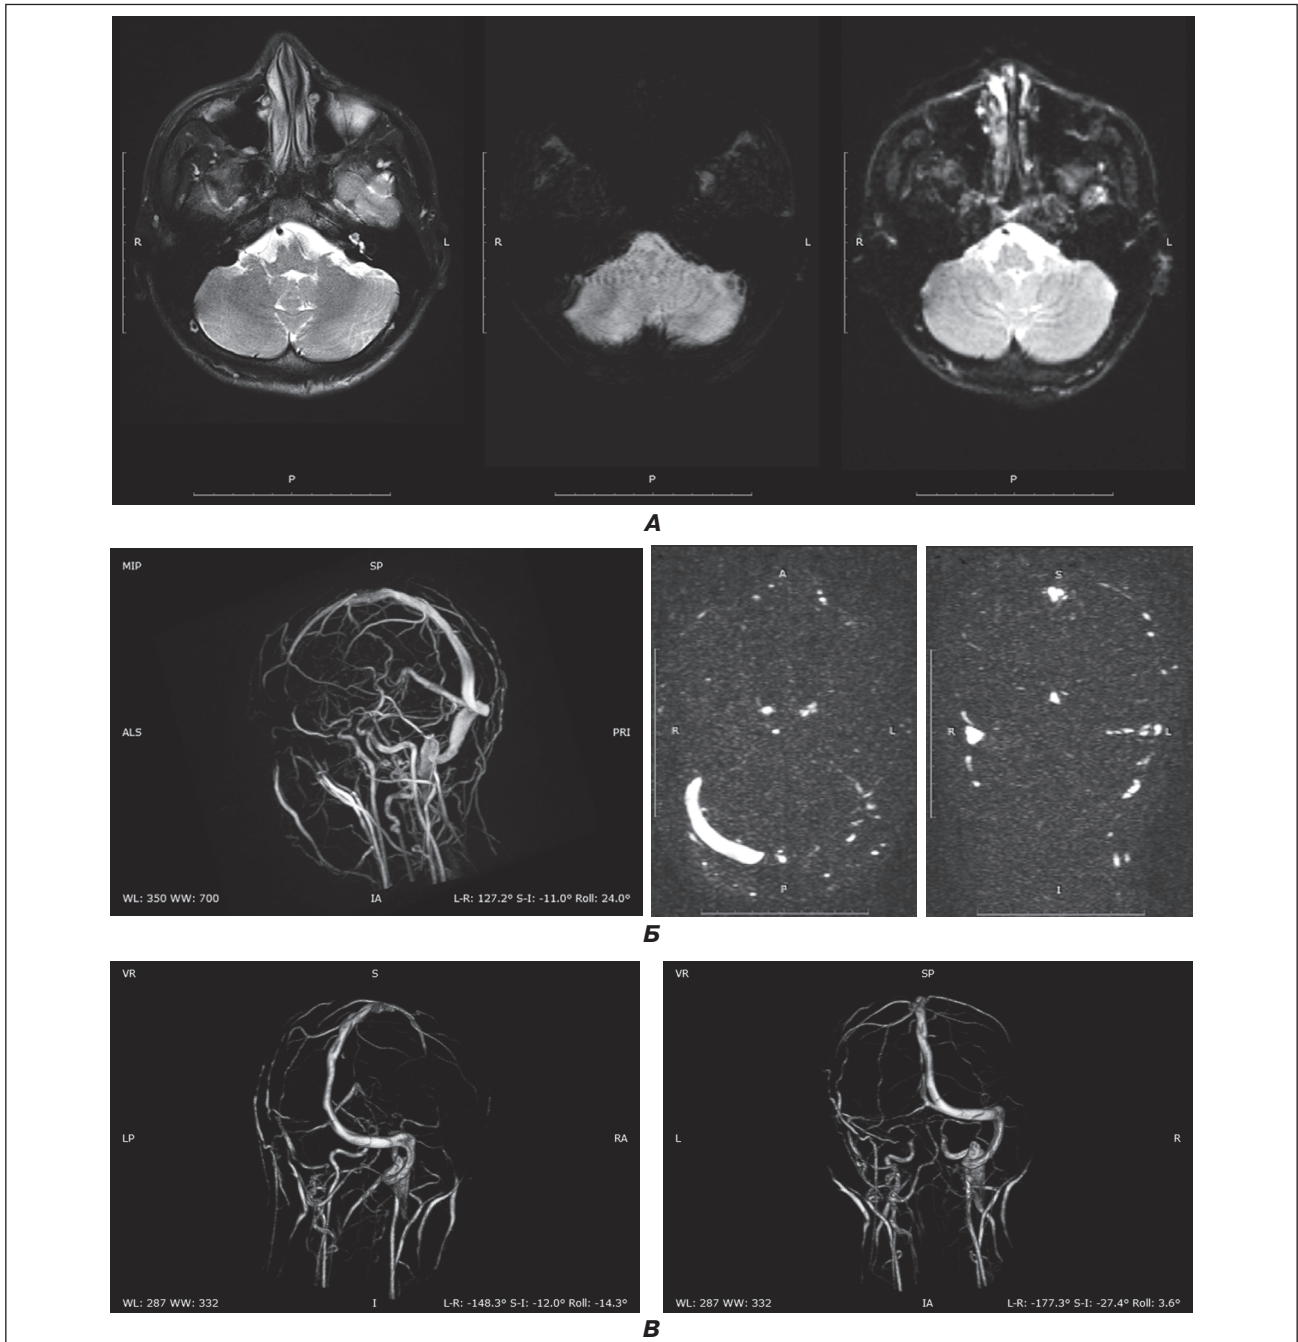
Безконтрастна МР-венографія пацієнта в режимі 3D TOF: А. Тромб лівих поперечного та сигмоподібного синусів на T2-, MIP-, DWI-послідовностях в аксіальній площині. Спостерігається гетерогенна інтенсивність сигналу на T2-послідовностях, що відповідає варіабельній інтенсивності сигналу всередині організованого тромбу. Б. Частково реканалізований тромб лівих поперечного та сигмоподібного синусів представлений на TOF-MRV (косий, аксіальний, коронарний MIP-зрізи). Відмічаються дефект наповнення в лівому латеральному дуральному синусі та ознаки часткової нерегулярної периферичної реканалізації. В. Продемонстрована архітектоніка сформованої системи венозного дренажу по колатеральних судинах
